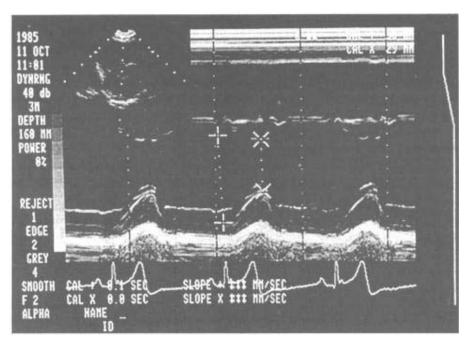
Imagem cardíaca em Modo M, da válvula mitral. (Viug Méd Precision Ecocardiography, Inc.)
